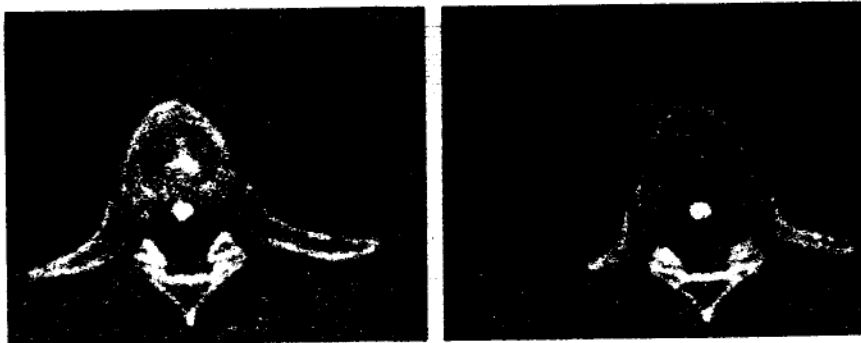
CT coloana toracică în fereastră de os: imagine calcificată proiectată median, dorsal față de corpul vertebral fără legătura cu acesta - mică hernie discală calcificată migrată.
